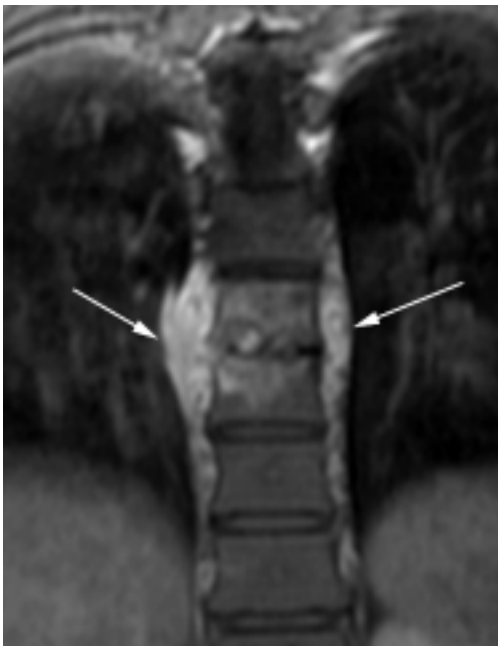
RM con medio de contraste en plano coronal que demuestra el componente inflamatorio paravertebral con disminución del espacio articular e involucro del disco intersomático (flechas).
